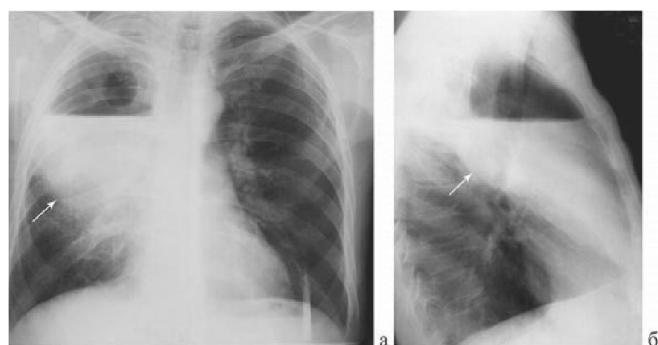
Абсцесс верхней доли правого легкого. Рентгенограмма грудной клетки в прямой (а) и правой (б) боковой проекции
